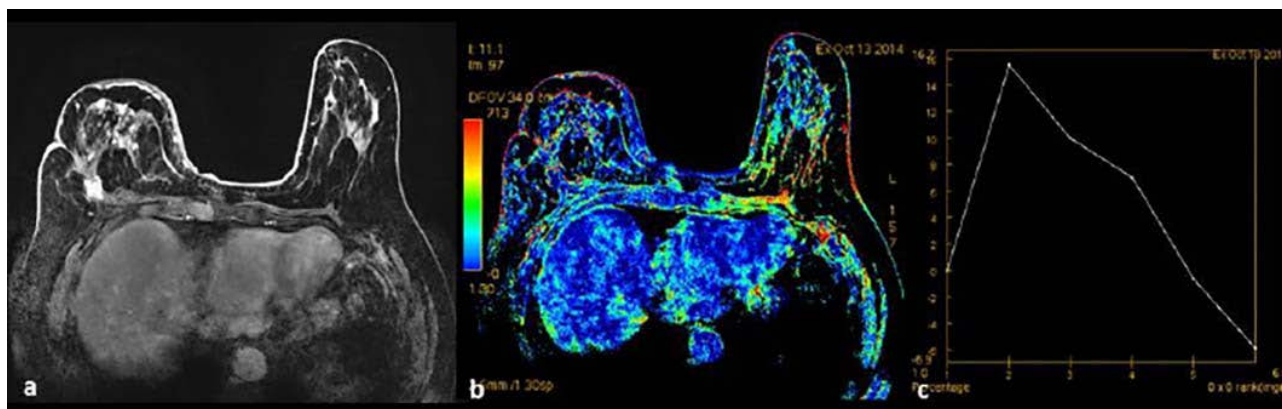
RM de mama, lesión residual (a), asociado a distorsión de la arquitectura y retracción de la piel, con realce temprano y lavado rápido, representado en curva tipo 3 (c).
